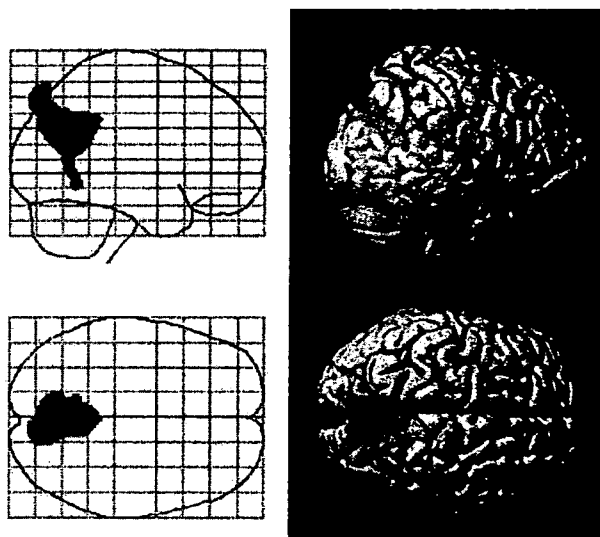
軽度認知障害の FDG-PET 統計画像診断
